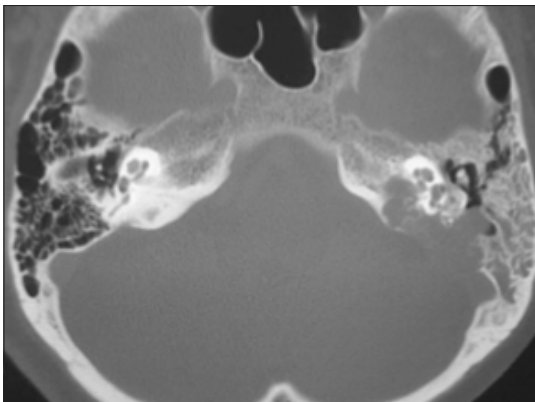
좌측 내림프낭 종양의 측두골 단층 촬영 소견.
